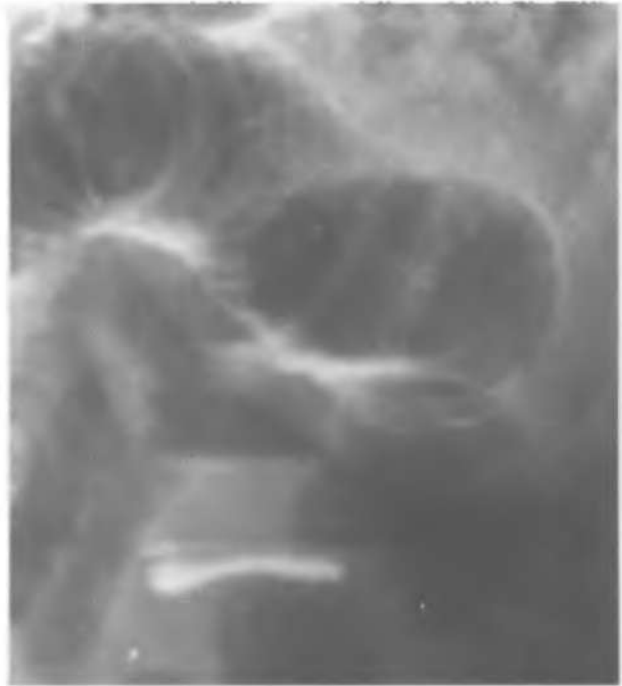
Обзорная рентгенограмма брюшной полости. Симптом перистости (растянутой пружины).
